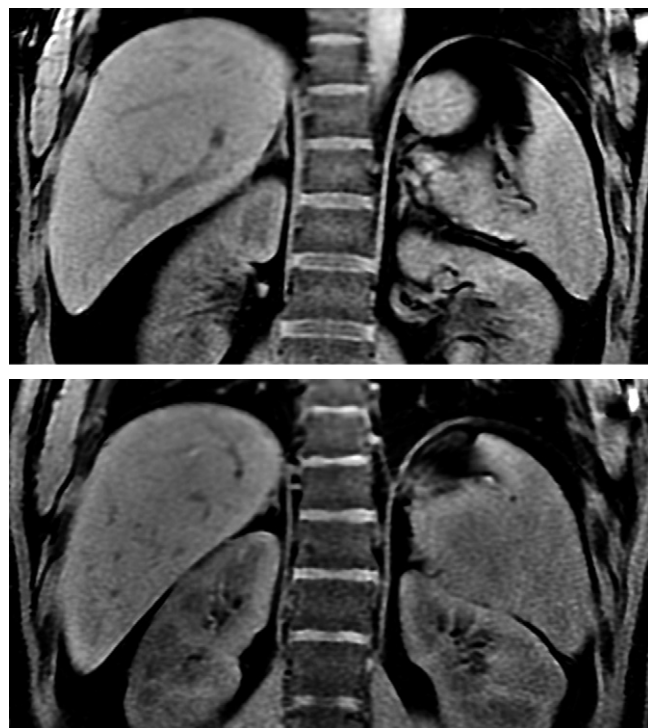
Coupe IRM dans le plan coronal (volume en écho de gradient pondéré en T1) de 2 mm passant par le rachis montrant l'insertion des piliers du diaphragme sur celui-ci.
